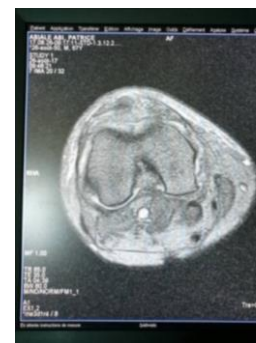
IRM du genou droit : même patient, coupe transversale passant par la zone de rupture totale du tendon
